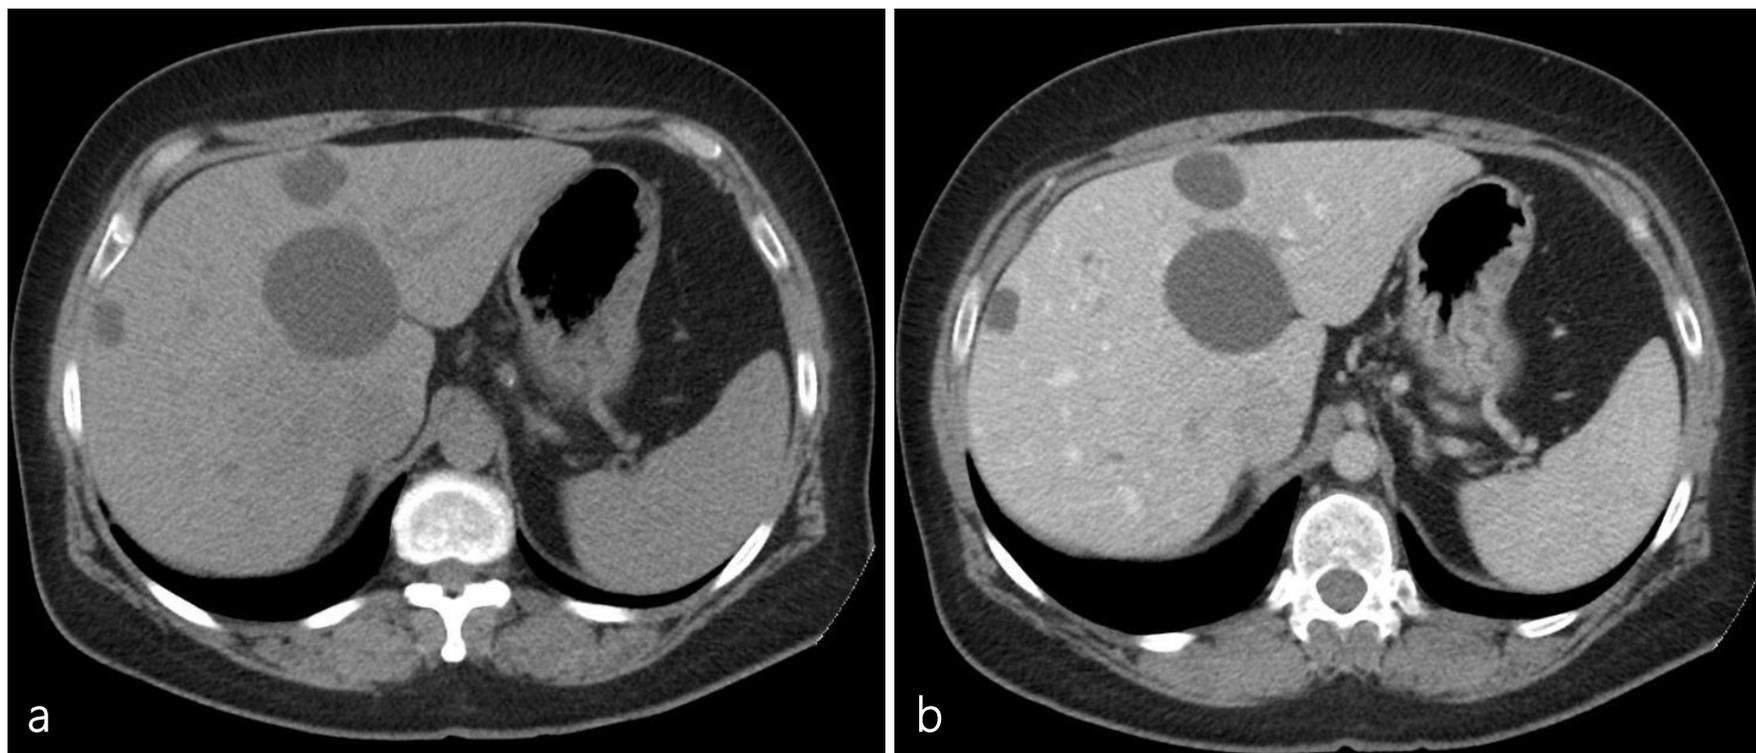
Imagens de TC sem contraste (a) e com contraste (b) demonstram múltiplos cistos benignos (densidade da água, bem definidos, sem realce).
